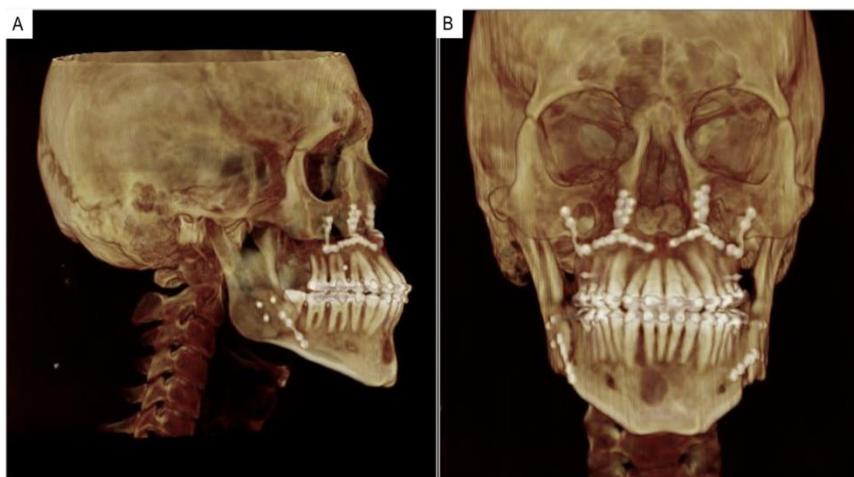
Tomografia computadorizada (TC) pós-operatória. (A): Perfil, (B): Frontal.
